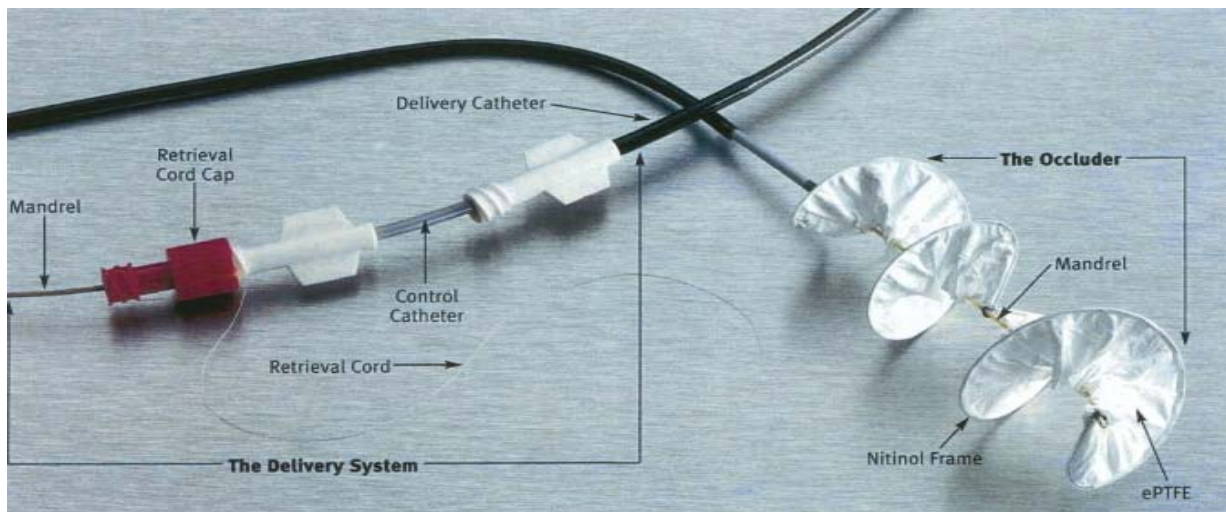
Helex-Septal-Okkluder mit Einfuhrsystem (Delivery Catheter), Steuerdraht (Control Catheter), Sicherheitsschnur (Retrieval Cord) und Mandrin (Mandel). Gut zu sehen ist das Nitinol-Drahtgerüst (Nitinol-Frame) und die mit ePTFE bespannte Membran (Jones TK et al. 2007, S.2216).
